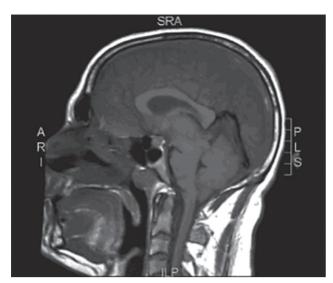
МРТ головы (вертикальный срез) через 3 мес после начала лечения. Отмечается улучшение в виде частичного разрешения тромботического процесса в верхнем сагиттальном синусе
